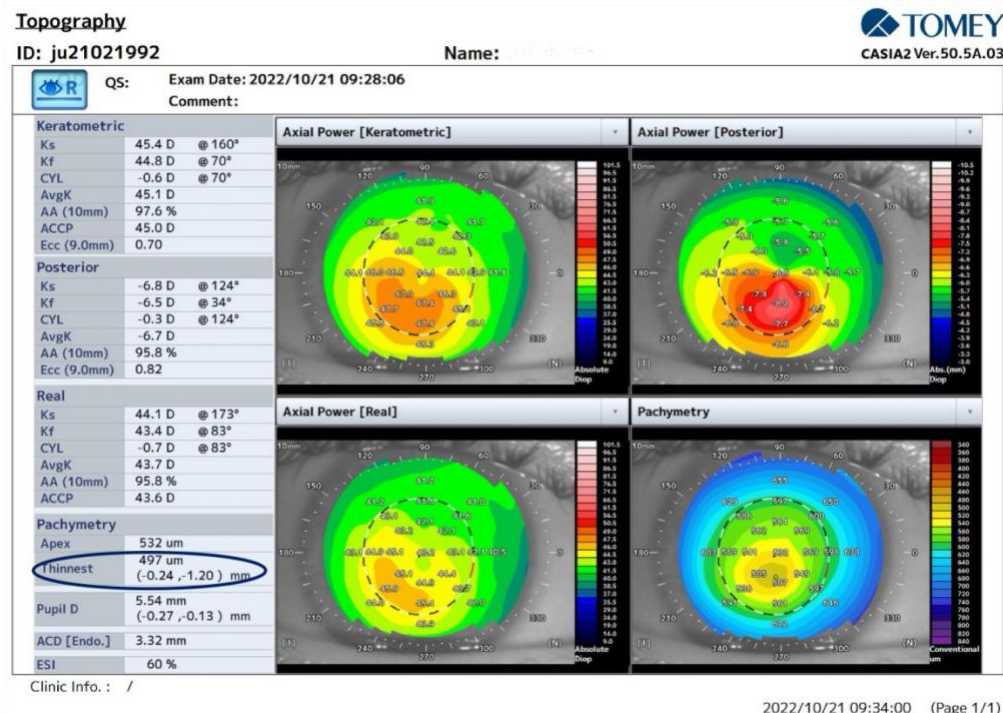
Tomographische Beispielmessung Casia 2 OCT
